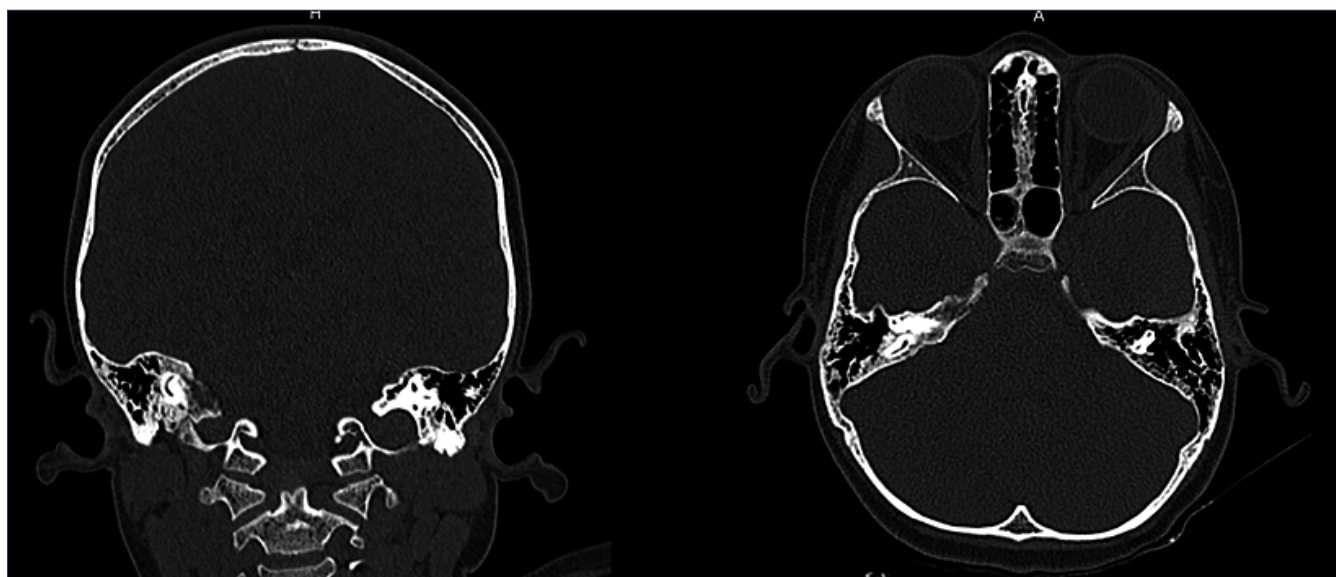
Tomografía computada de Cerebro en ventana ósea que muestra signos de osteomielitis en hueso petroso derecho.
